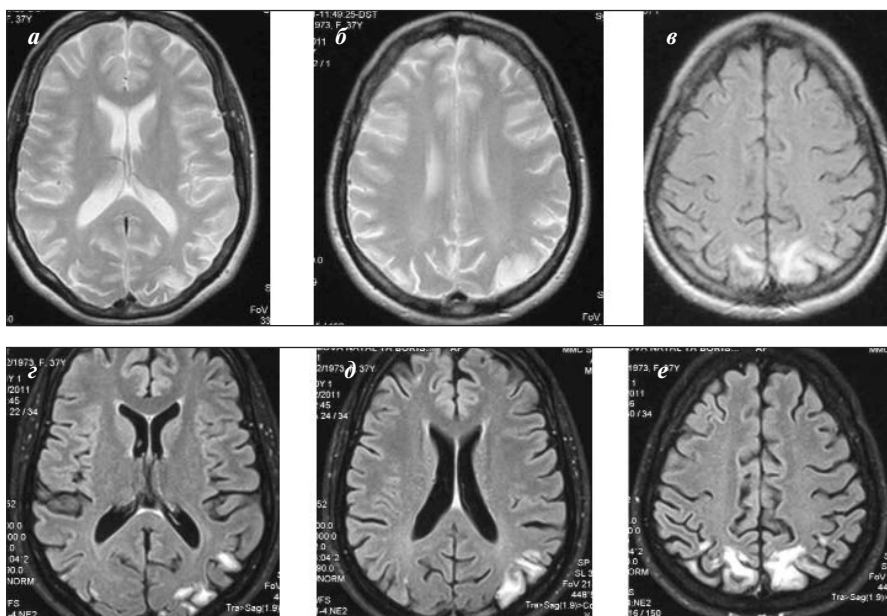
МРТ больной Н., 36 лет, ПЭ. а–в — подострый период; г–е — через 1 год
